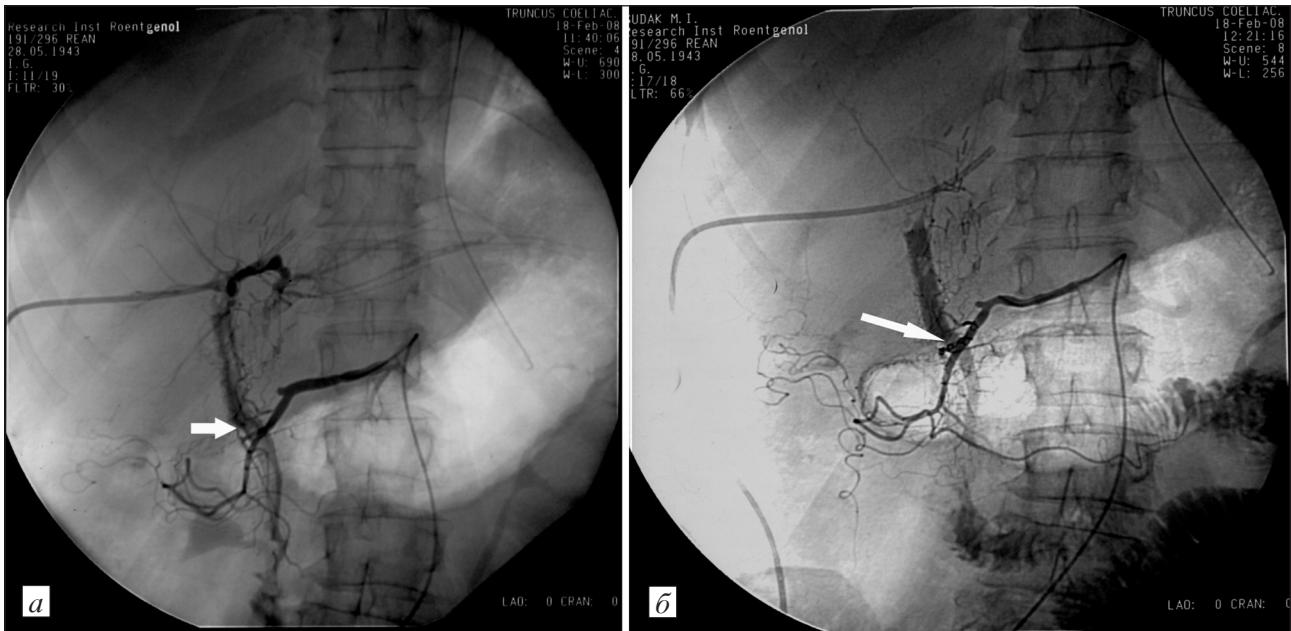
Рентгенограммы больной с холангiocеллюлярным раком и гемобилией после баллонной дилатации и стентирования общего печеночного протока.
